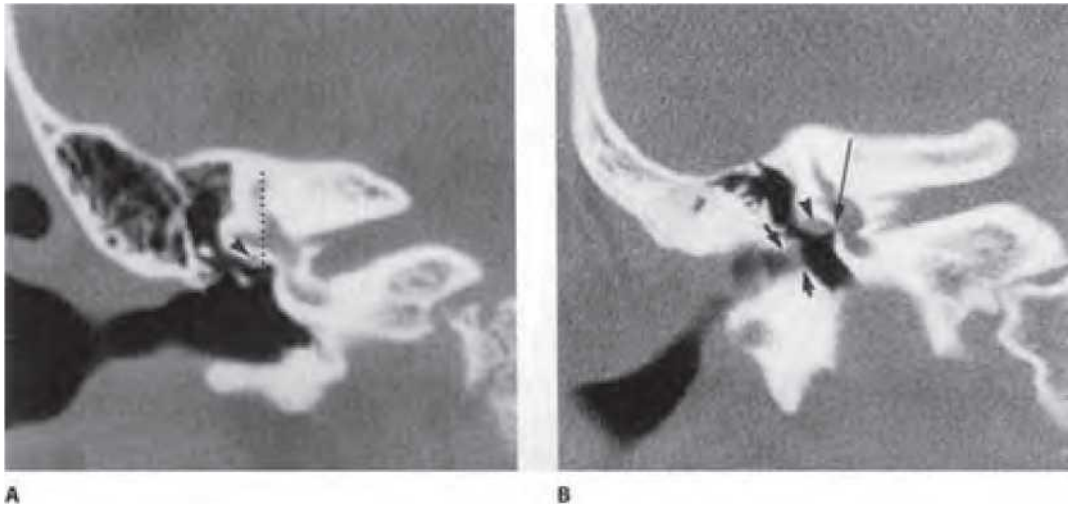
Aplasia congénita de la ventana oval. A. Rastreo coronal por tomografía computarizada (CT) que muestra obliteración de la ventana oval por una lámina ósea y un conducto normal del nervio facial (flecha) que yace lateral a la unión anterior de los conductos semicirculares anterior y superior (línea vertical). B. Ausencia parcial de la ventana oval (flecha larga) en un paciente con estenosis de conducto auditivo externo (flechas cortas) y nervio facial horizontal largo (punta de flecha). (Reproducida con permiso de Zeifer B, Sabini P, Sonne J. Congenital absence of the oval window: radiologic diagnosis and associated anomalies. *Am J Neuroradiol.* 2000;21:322.)
